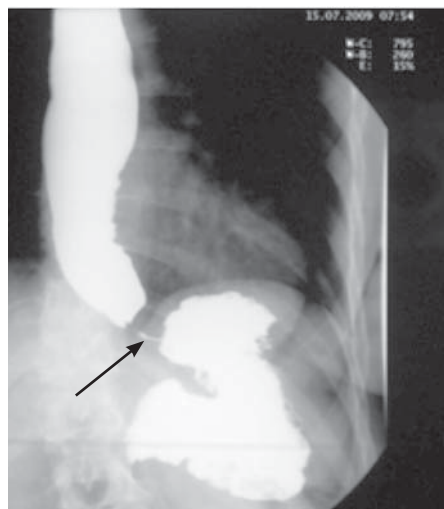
Рентгенологическая картина ахалазии кардии 2-й стадии (стрелкой указана тонкая струйка бариевой взвеси).
